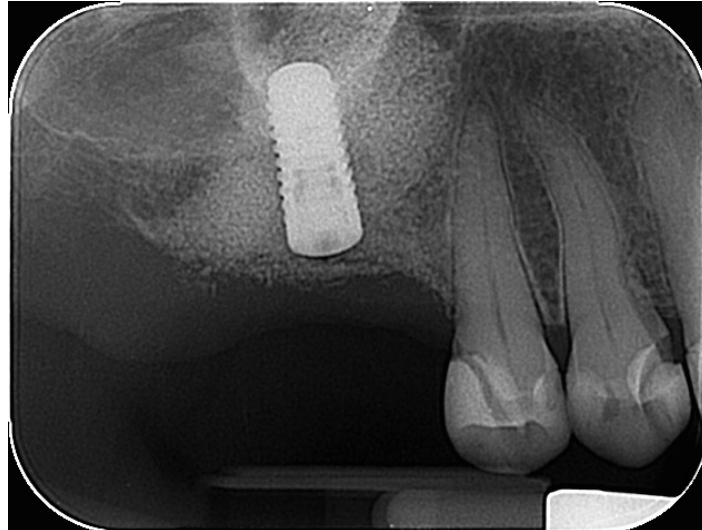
CBCT slika nakon 8 mjeseci od operacije
